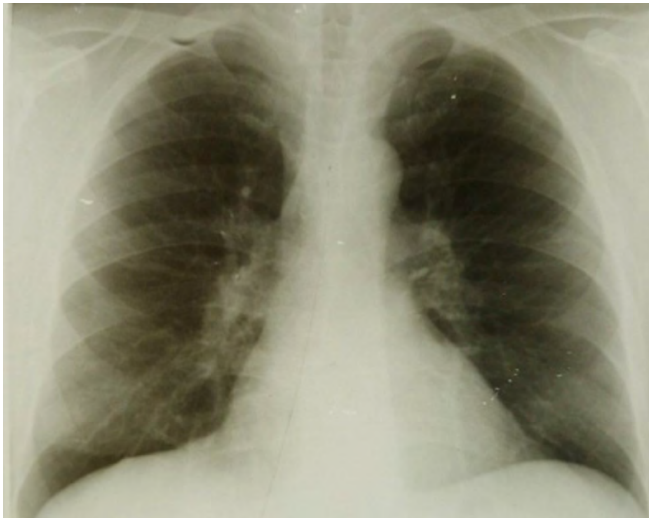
Обзорная рентгенография органов грудной клетки. Наличие (сохранение) междолевой щели справа
